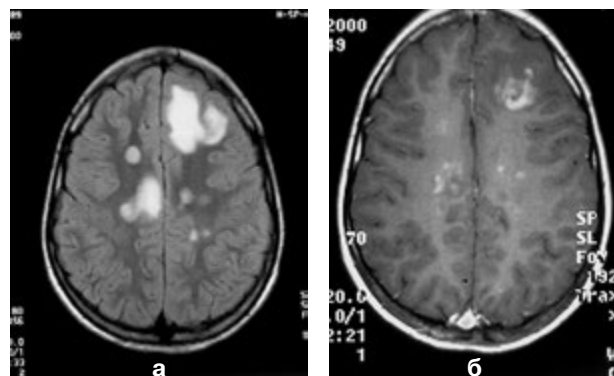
МР-томограмма пациента Ш., 10 лет, диагноз: диссеминированный лейкоэнцефаломиелит цитомегаловирусной этиологии.
